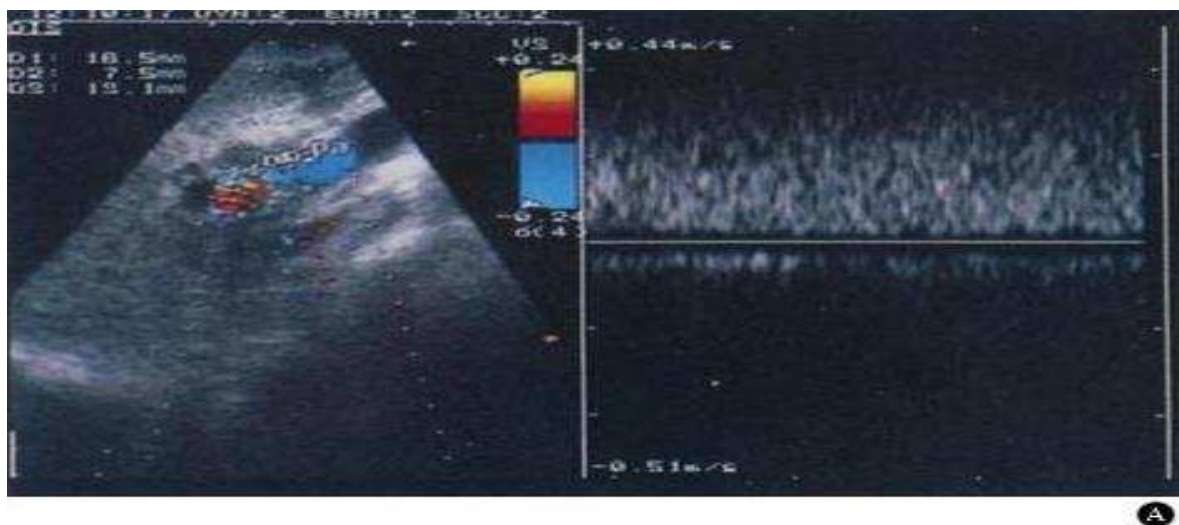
Echographie doppler : sténose de la veine porte avec turbulences en aval de la sténose
